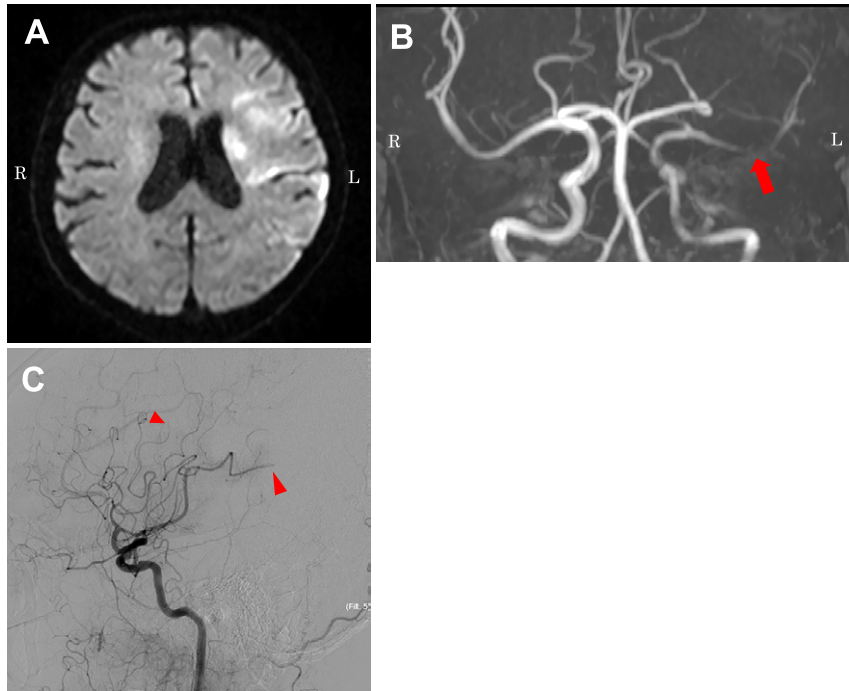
Brain MRI and cerebral angiography findings on admission on day8, Case 1.
